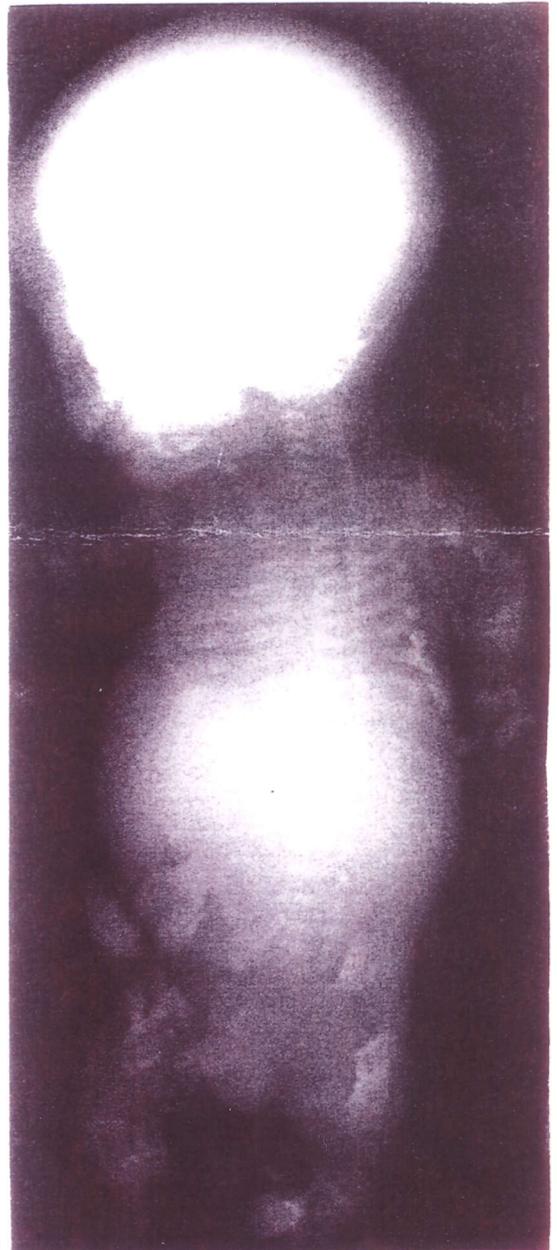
Osteogénesis Imperfecta tipo II B, en un feto muerto. La radiografía antero-posterior muestra, osteopenia severa de todo el esqueleto con acortamiento. Ensanchamiento y deformidades de huesos largos y costillas finas y arrosariadas. (Tomado de Ablin D.S. y cols. *Differentiation of child abuse from O.I Roentgenol* 1990; 154: 1038).
